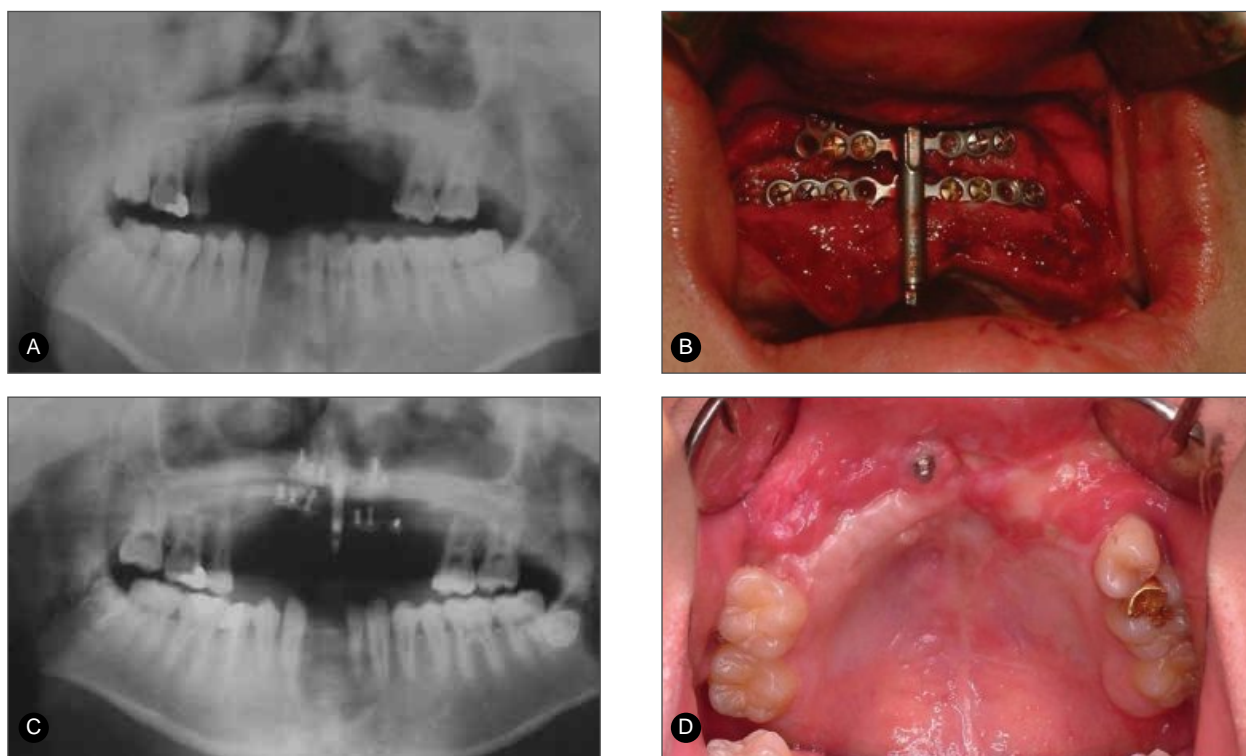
Intraoral distractor application. A, Panoramic radiograph at the time of intraoral distractor application. Sufficient bone was made horizontally, but the iliac block bone graft has resorbed vertically. B, Intraoperative photograph after osteotomy and device application. Panoramic radiograph (C) and intraoral photograph (D) after 11 days of distraction.
